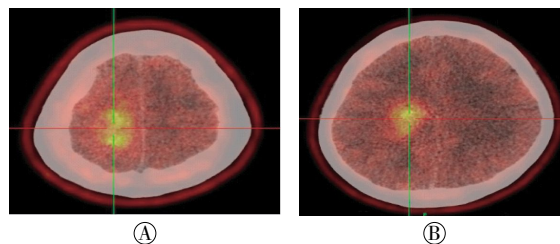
不同方法合成的 ¹¹C-蛋氨酸对患者 PET/CT 图像质量影响的对比图 图中: A: LOOP 环法; B: C-18 柱固相合成法。
